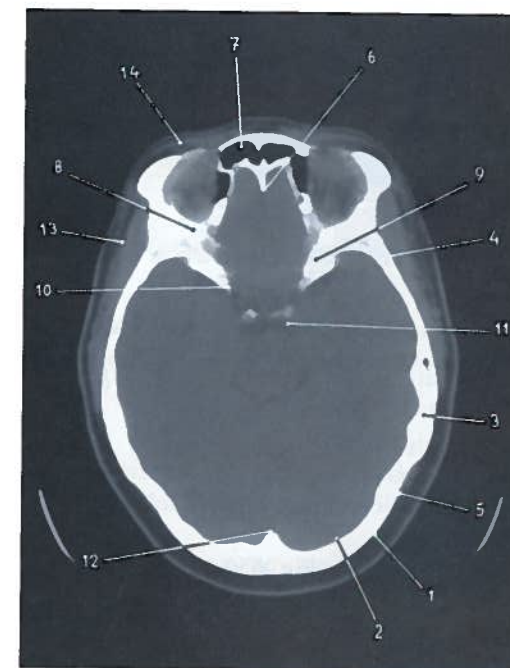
Corte axial ao nível da fossa anterior da base interna do crânio em TC
